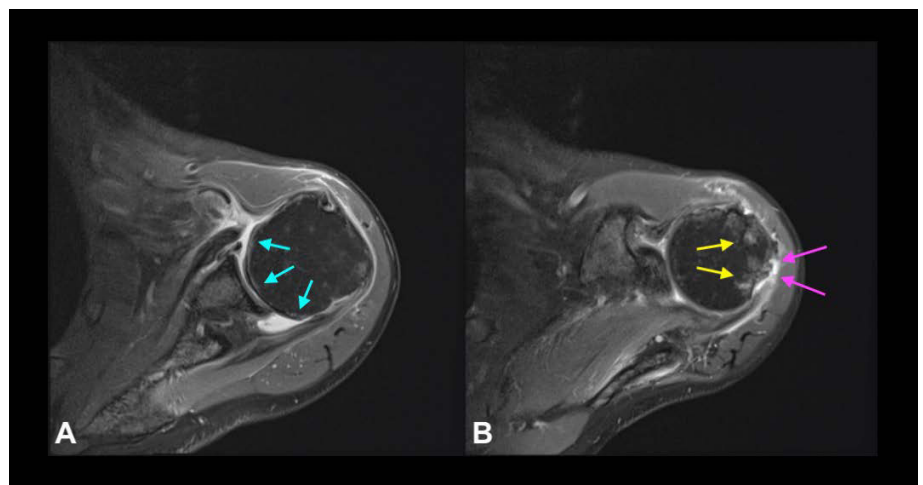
MRT (T1-gewichtet) einer linken Schulter, axiale Schnittführung auf Höhe des Glenoidzentrums (A) und auf Höhe des kranialen Glenoidrands (B). Es findet sich eine chronische Ruptur der Infraspinatussehne (violette Pfeile) mit einer herabgesetzten Knochendichte im Ansatzbereich der Sehne am Humeruskopf (gelbe Pfeile). Durch die chronische Rotatorenmanschettenruptur kommt es zu einer Dezentrierung und Subluxationsstellung des Humeruskopfs nach dorsal und einhergehenden arthrotischen Veränderungen mit Entrundung des Humeruskopfs und Ausdünnung des Gelenkknorpels (blaue Pfeile)
